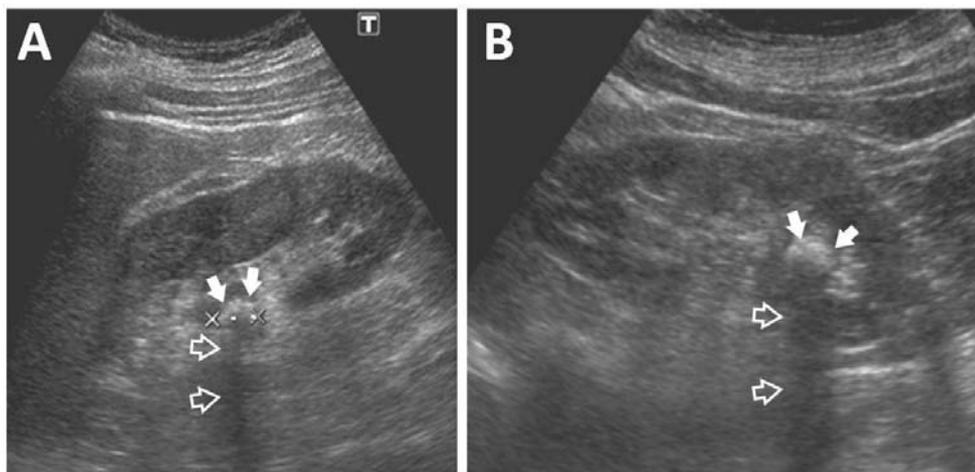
Imagen correspondiente a corte longitudinal de ecografía del riñón derecho (figura A) e izquierdo (figura B) en la que se observan imágenes hiperecogénicas (flechas) con sombra acústica posterior (flechas huecas) localizadas respectivamente en grupo calicial medio e inferior.
